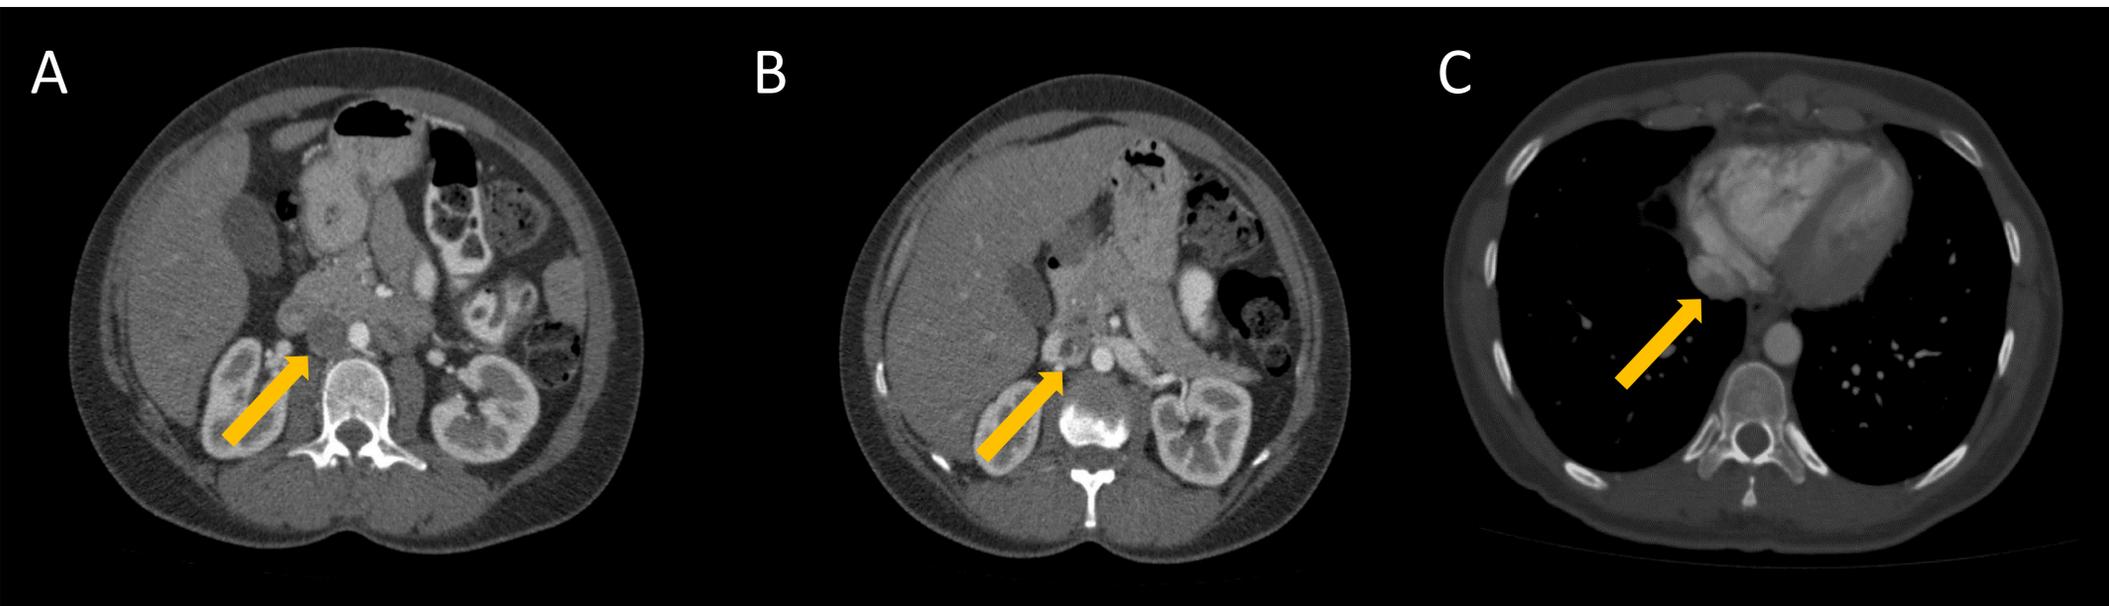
Imágenes axiales de TC abdominopélvico con CIV en fase portal de una paciente con antecedentes de miomas uterinos. Se señala con flecha naranja un defecto de repleción en vena cava inferior que se extiende desde nivel infrarrenal hasta la desembocadura de la vena cava inferior en la aurícula derecha en una paciente con antecedentes de leiomiomas sugestivo de leiomiomatosis vascular diseminada.
